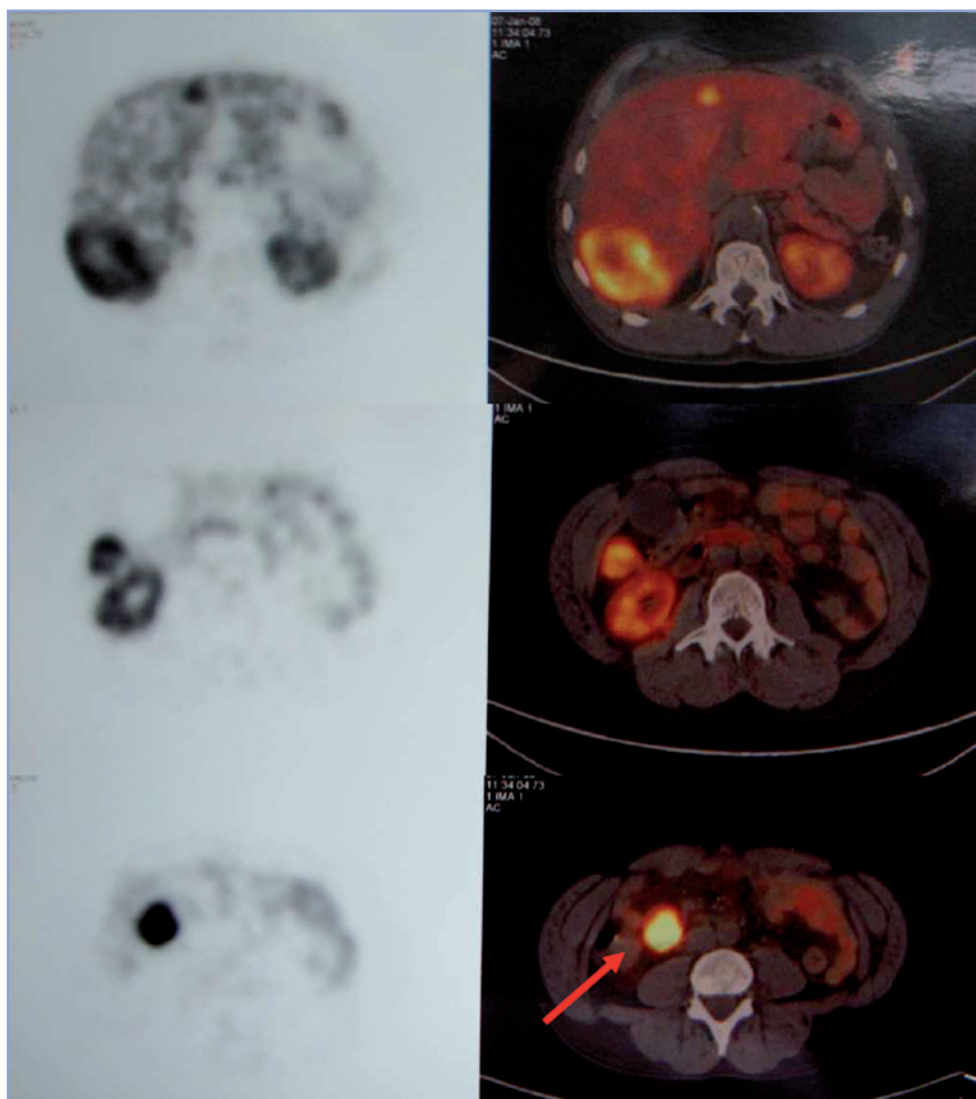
PET-TC Ga-68 DOTATATE muestra hipercaptación multifocal en hígado e intestino delgado (flecha) compatible con carcinóide metastásico.
